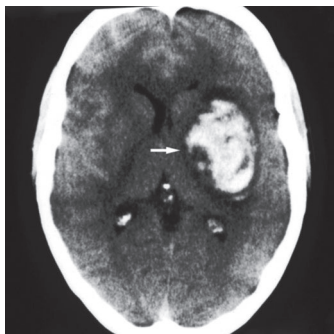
Компьютерная томография без контраста, демонстрирующая кровоизлияние в скорлупу слева (указано стрелкой) [21].
